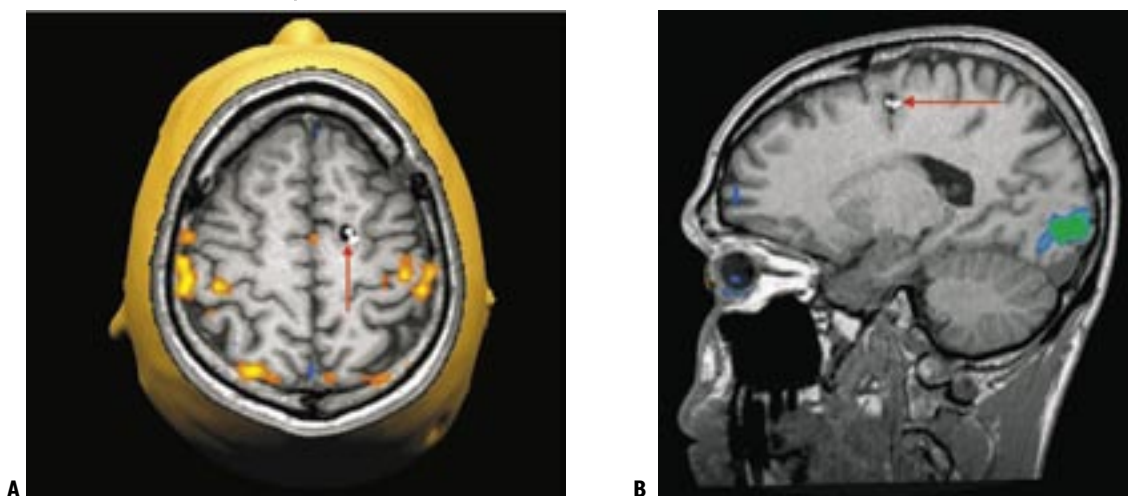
f-MRI onderzoek bij een patiënt met een caverneus angioom frontaal (pijl). Deze vasculaire tumor bevond zich meer dan 2 cm anterior van de sensorimotorische activatie zone, weergegeven in geel-oranje kleur op een onderliggend driedimensioneel anatomisch beeld (A). De activatiezone van de visuele cortex, weergegeven in groene kleur, was ver verwijderd van deze tumor (B). Op basis van deze f-MRI bevindingen kon deze patiënt geopereerd worden zonder het risico om deze eloquente hersengebieden te beschadigen; postoperatief was er geen sensorimotorische uitval.
